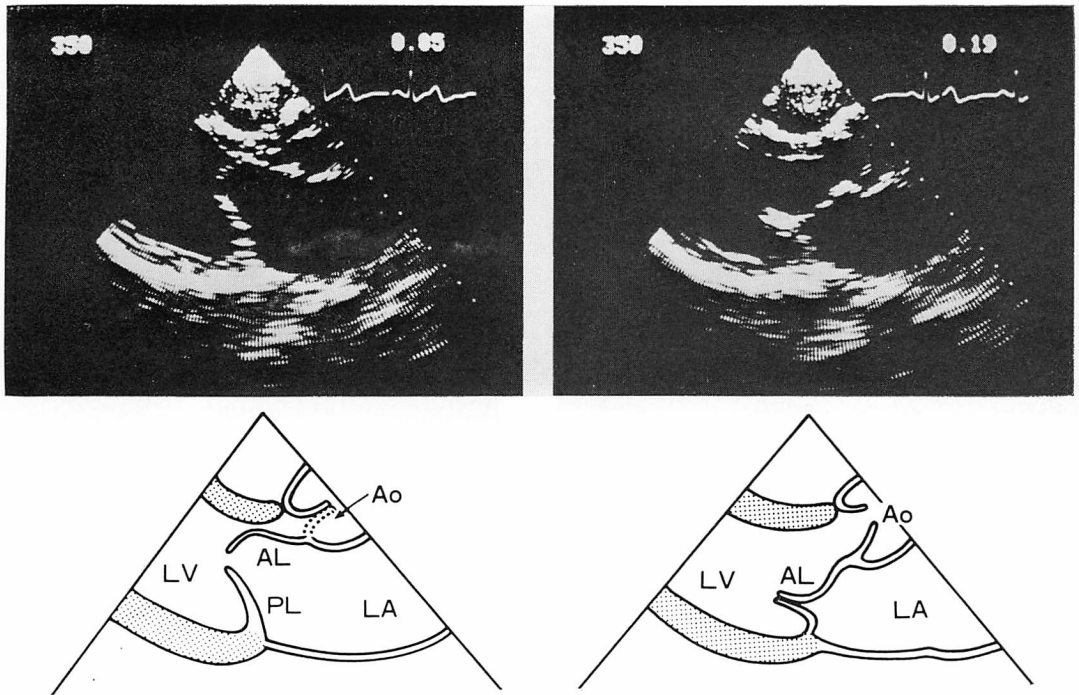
Long axis cross-sectional echocardiograms from a patient with mitral stenosis.
